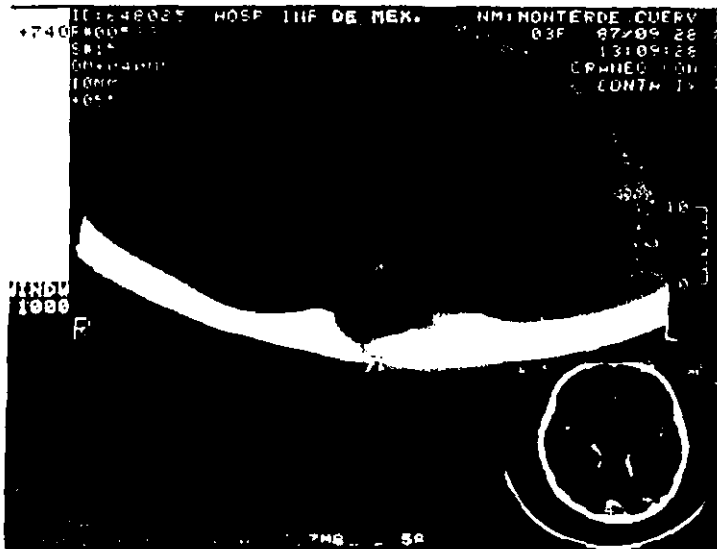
TAC de cráneo, con observación de área de aspecto quístico (A) y defecto en contiguidad con el parénquima cerebral en la reconstrucción para tejidos óseos (B).
